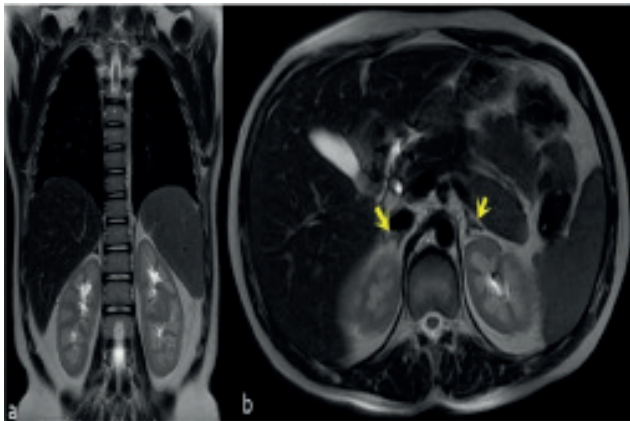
Follow-up coronal (a) and axial (b) magnetic resonance T2 weighted images are showing normal adrenal glands (arrows) consistent with a complete response to treatment.
